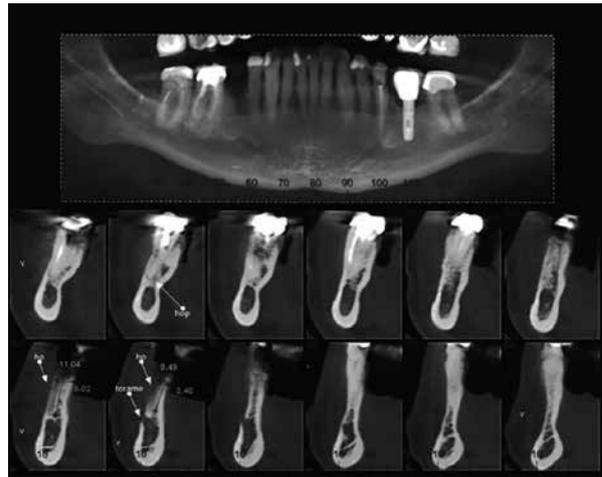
Tomografia pós-operatória 70 dias.
